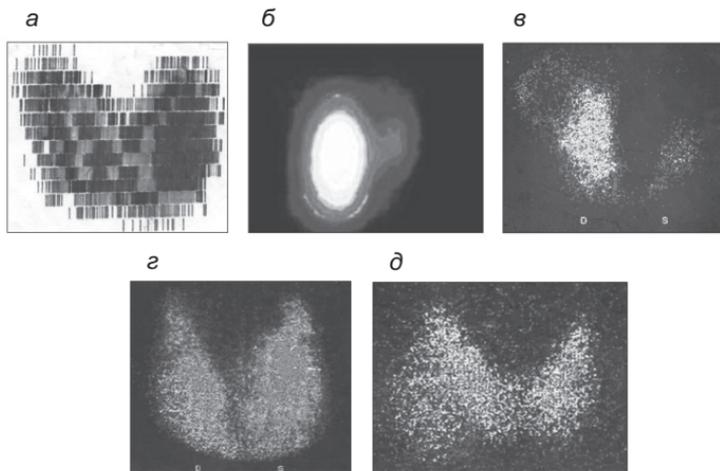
Варианты сцинтиграмм при патологии ЩЖ:
